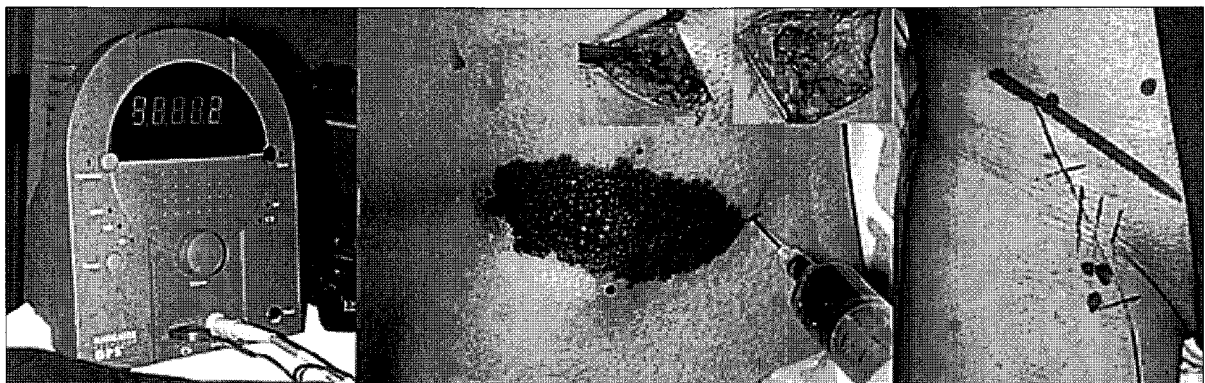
We used a Gamma positioning system(Navigator[®]) for detection of the sentinel lymph node. Sentinel lymph node showing blue color with isosulfane blue 10 minutes after the injection around the primary tumor site. Preoperative marking of sentinel lymph node through lymphoscintigraphy.
